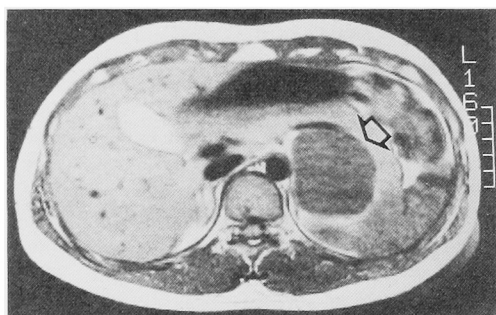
MRI:T1-WI shows homogeneous low intensity mass.
